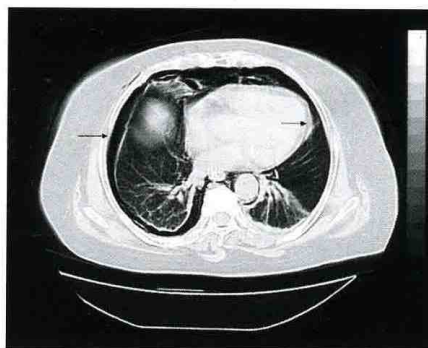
TAC con evidenza di pneumotorace e pneumomediastino.
